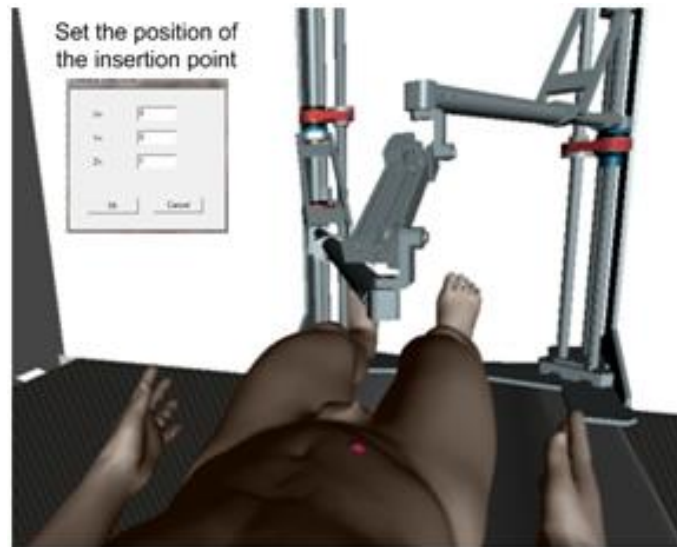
Mediul virtual pentru planificarea traiectoriilor acelor de BT
